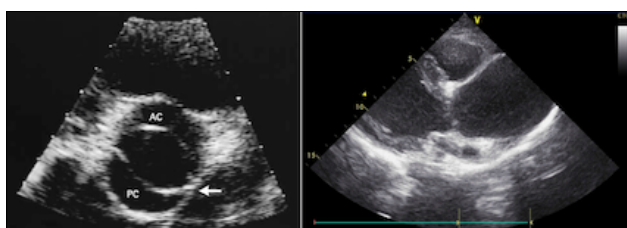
Ecocardiografia: valvola aortica bicuspidale displasica e dilatazione abnorme a monte della coartazione.
